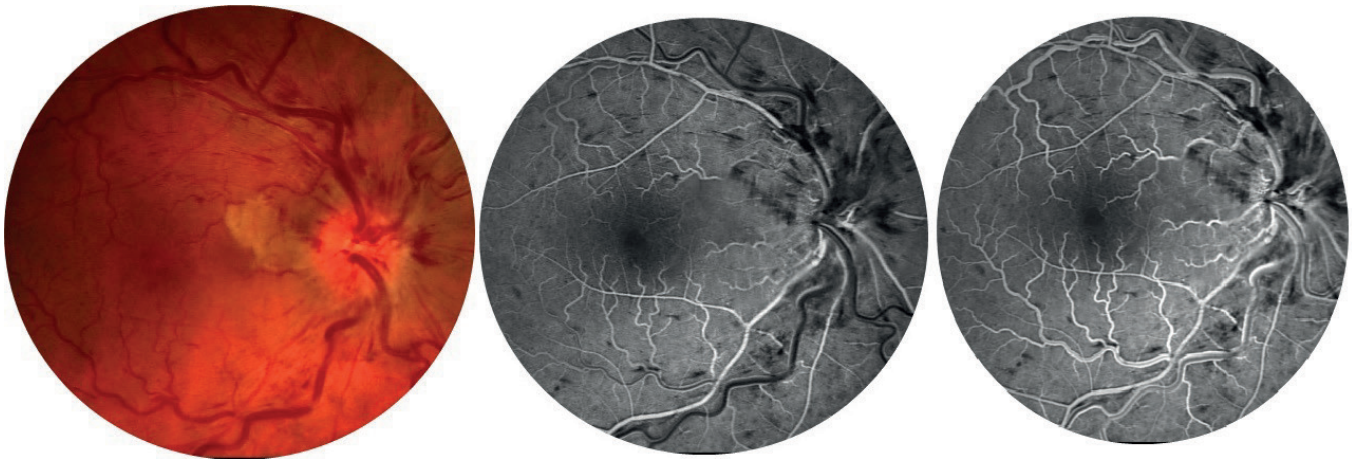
20 yıldır multiple skleroz tanısı olan 48 yaşındaki kadın hastasının görme keskinliği 2 metreden parmak sayma düzeyindedir. Renkli fundus fotoğrafında yaygın yüzeyel ve retina içi kanamalar, yumuşak eksudalar, venlerde genişleme ve optik diskte solukluk izlenmektedir. Floresan anjiyografide geç fazda ven ve arter tıkanıklığının birlikte olduğu, bazı ven ve arterlerin dolmadığı, izlenen retina alanlarının iskemik olduğu ve kanama alanlarını hipofloresan olduğu izlenmektedir.
